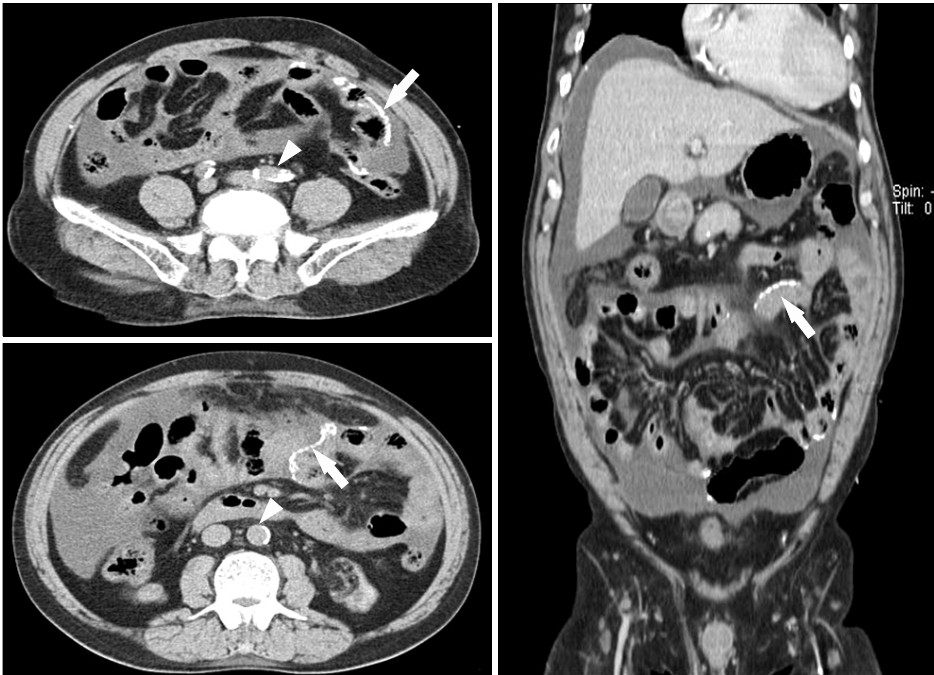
Abdominal CT scan showed linear calcification along jejunal wall (arrows). Also, aortic calcification was also noted (arrowheads).
